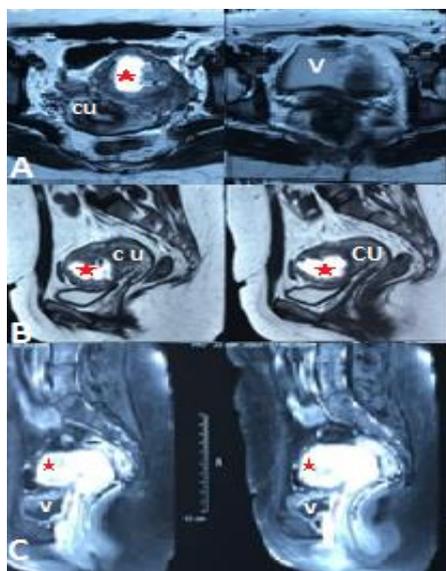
IRM pelvienne avec des séquences axiales T2 (Fig. A), sagittale T2 (Fig. B), et des séquences sagittales T1 après injection de GADOLINIUM (Fig. C) objectivant la présence d'un sac gestationnel (étoile) localisée au niveau de la paroi antérieure de la région cornuale gauche mesurant 48x37mm en rapport avec une grossesse ectopique interstitielle
